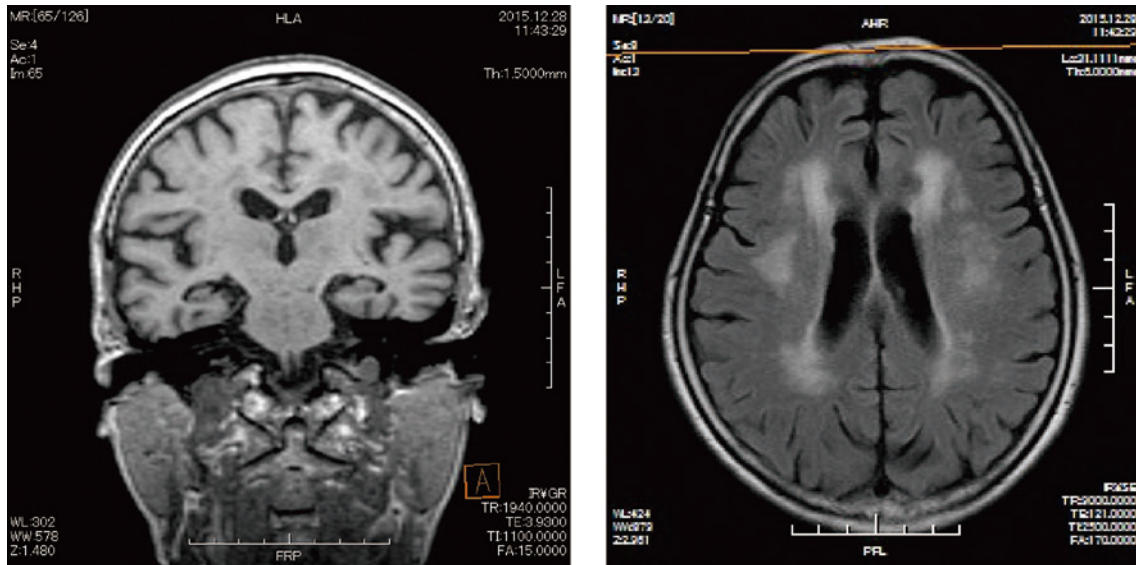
79歳女性 頭部 MRI (左: T1冠状断 右: FLAIR軸状断)
